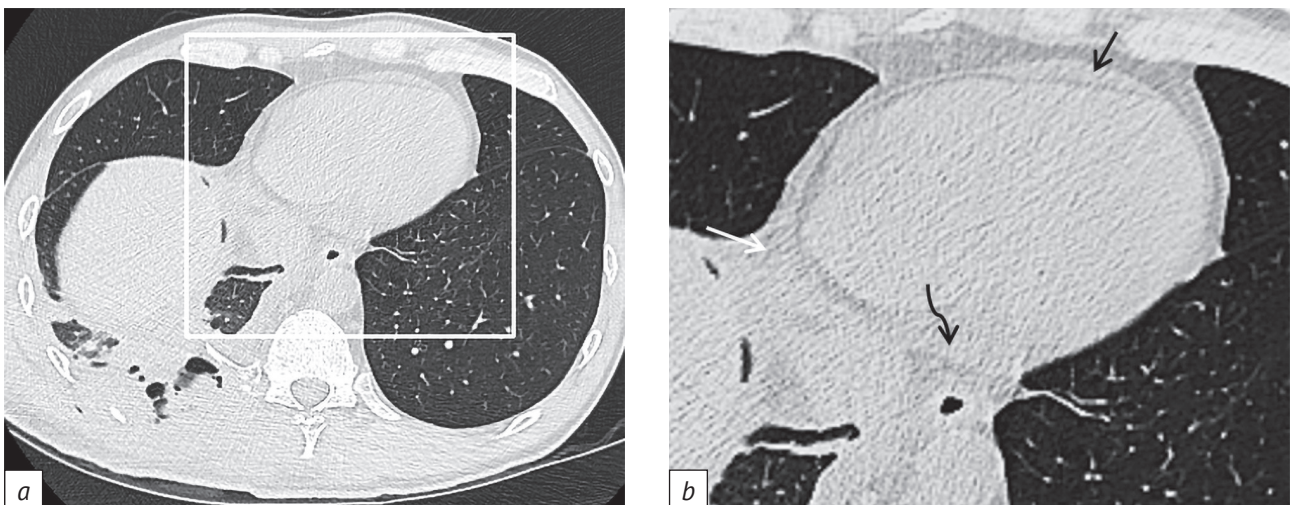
Минно-взрывное ранение. Ушиб сердца и левого легкого. Отек перикарда. На компьютерной томограмме (a) и ее увеличенном фрагменте (b) отчетливо определяются субперикардальная жировая клетчатка (изогнутые стрелки), листки перикарда (прямые стрелки), фрагмент жировой клетчатки средостения (пунктирная стрелка)
